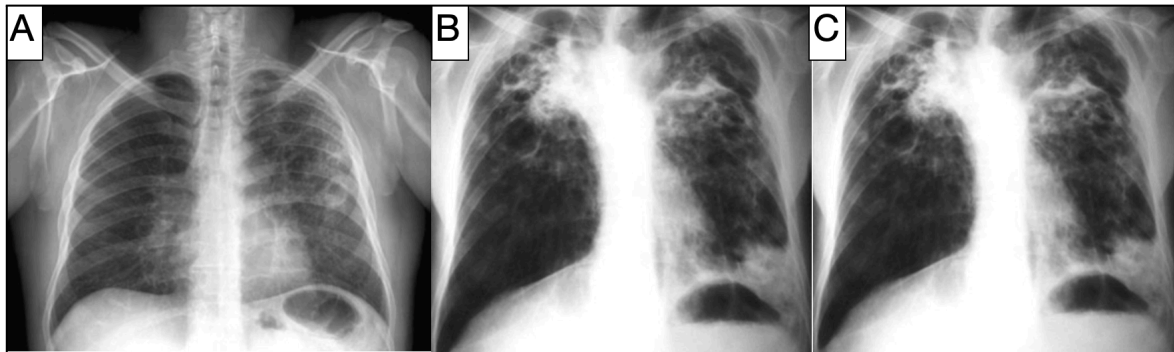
A) Presencia de un nódulo excavado e imágenes parenquimatosas nodulares por diseminación broncogénica. B) TC de Tórax donde se observan condensaciones con excavaciones, en un paciente con TB postprimaria. C) Reducción de volumen del lóbulo superior derecho con tracción del mediastino, tractos fibrosos y excavaciones [44]
